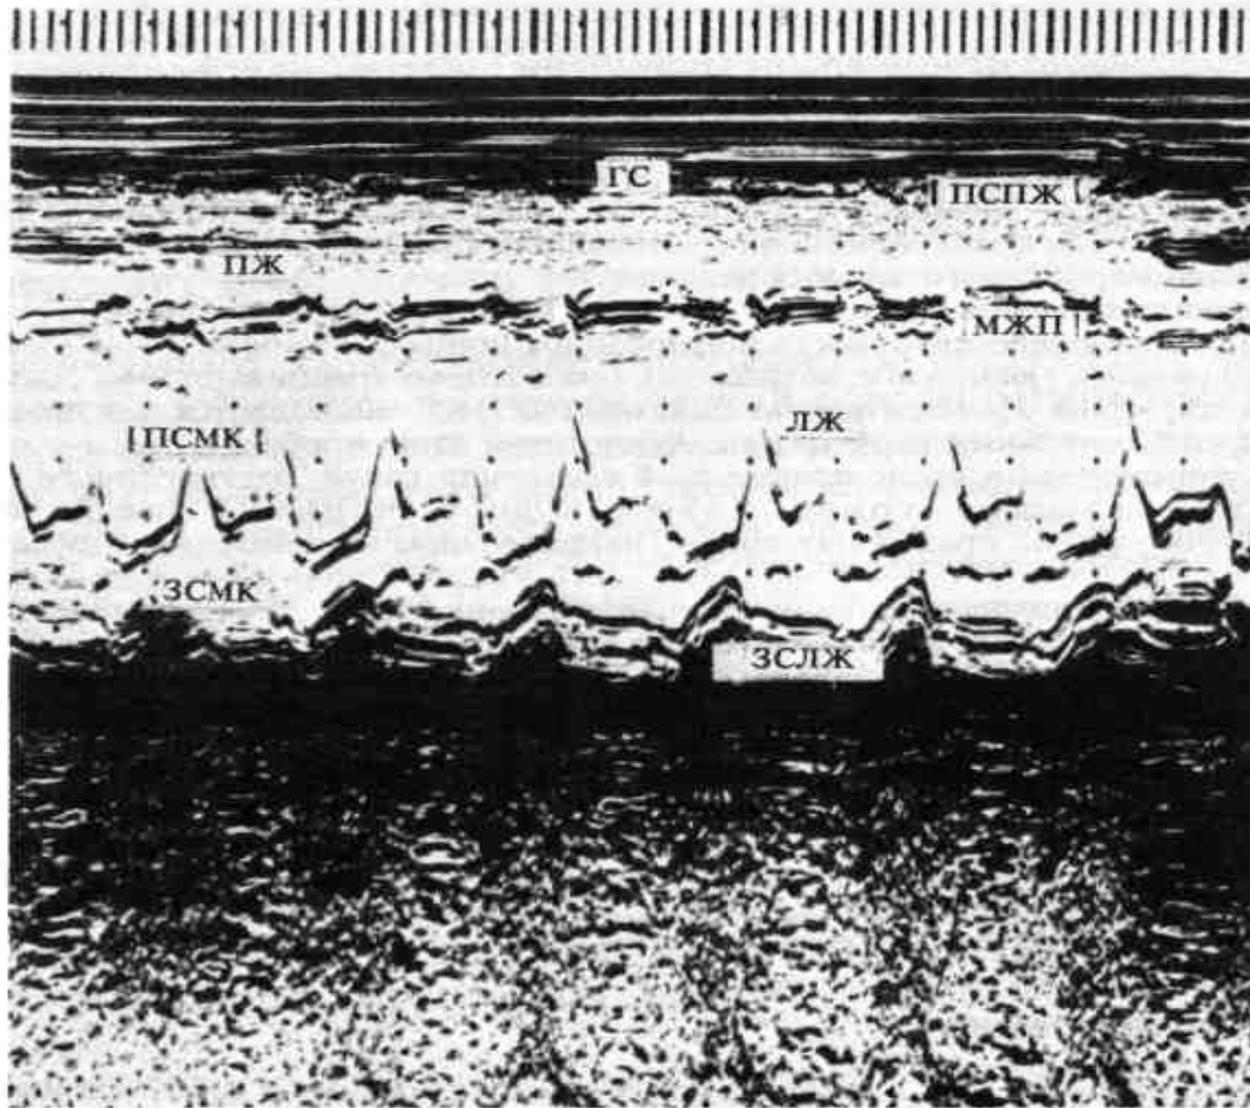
Нормальная эхокардиограмма передней стенки митрального клапана.
